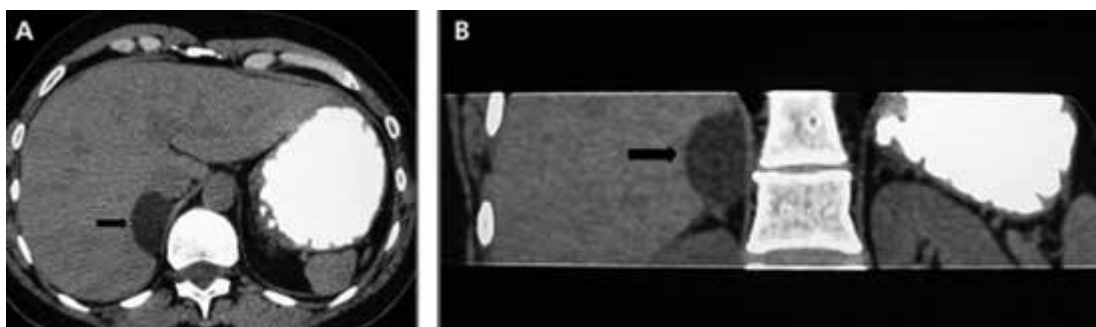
A-B corte axial de tomografía y corte coronal sin contraste donde se evidencia una lesión suprarrenal derecha hipodensa y homogénea, compatible con adenoma.
